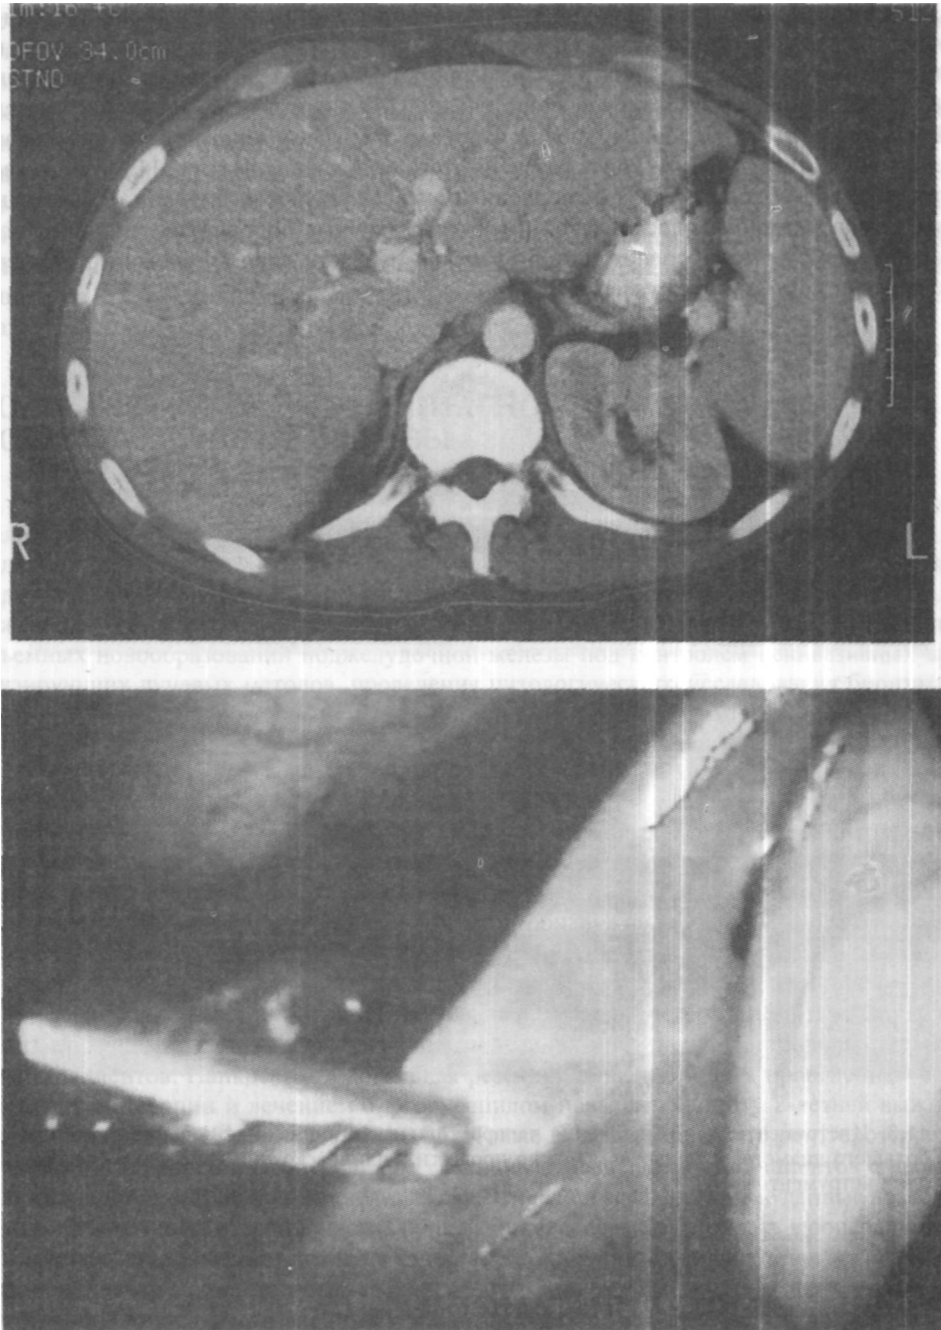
На компьютерных томограммах этой пациентки с опухолью желчных протоков Клашкина явные признаки метастатического поражения печени отсутствуют, в то время как во время лапароскопии были обнаружены множественные мелкие опухолевые очаги и выполнена биопсия одного из них для подтверждения диагноза метастатической аденокарциномы
